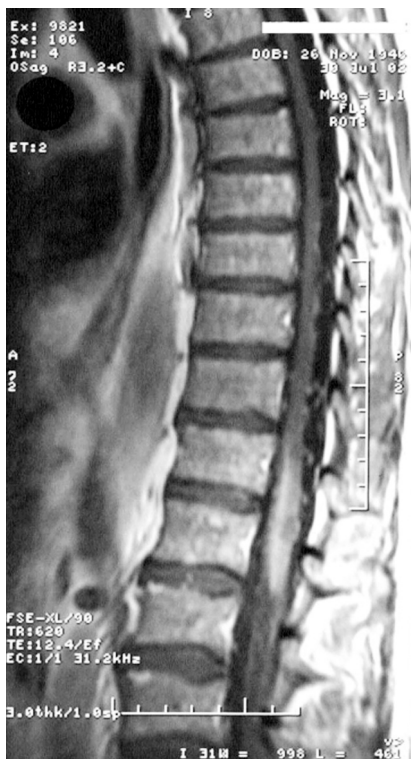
Sagittal T₁-weighted MR image of the thoracic spine (after contrast). There are tortuous vessels of an arteriovenous malformation on the dorsolateral surface of thoracic spinal cord from level Th7
